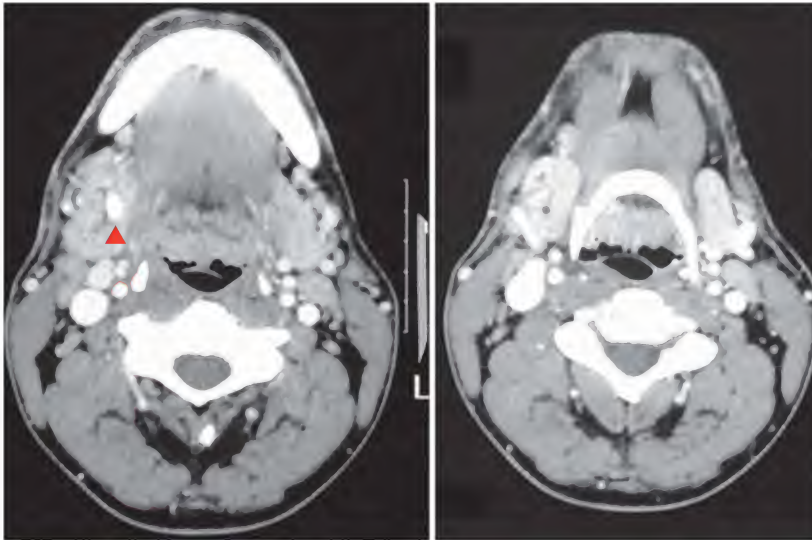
Sialolitiasis, tomografía computarizada
